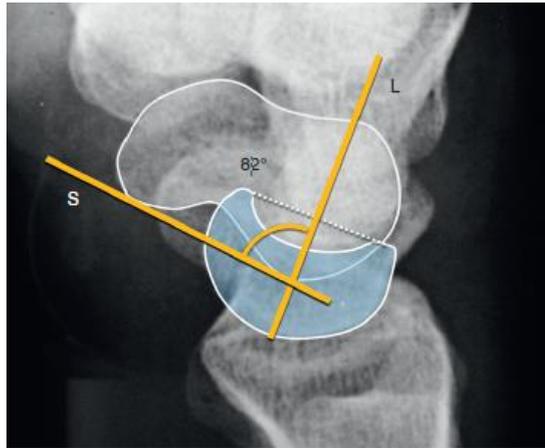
Radiographie de profil montrant un DISI [12]
